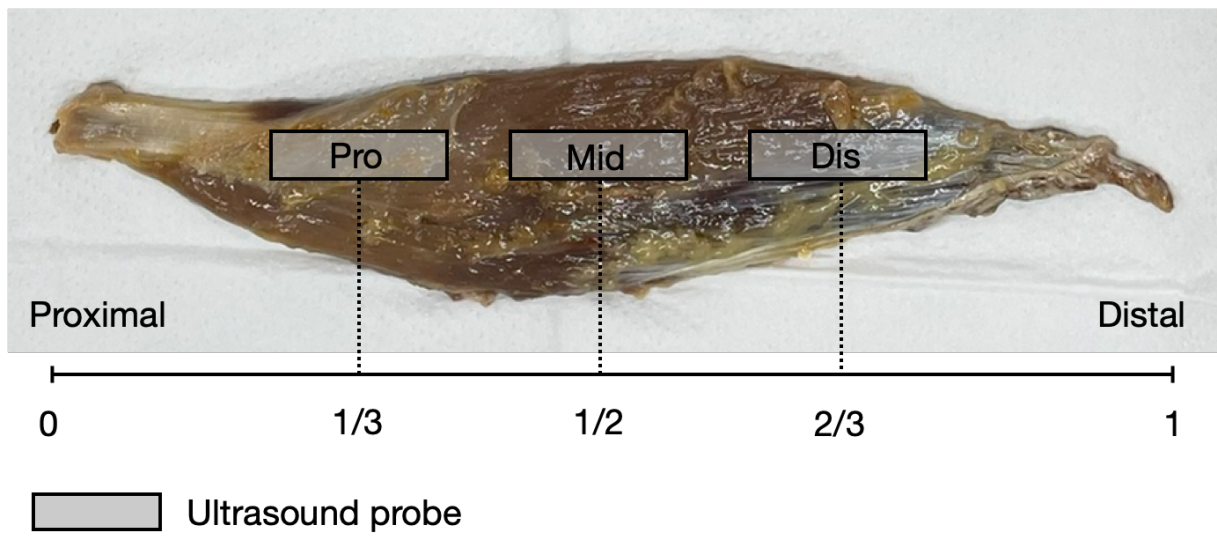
実験 1: 長内転筋の標本および超音波プローブ位置
